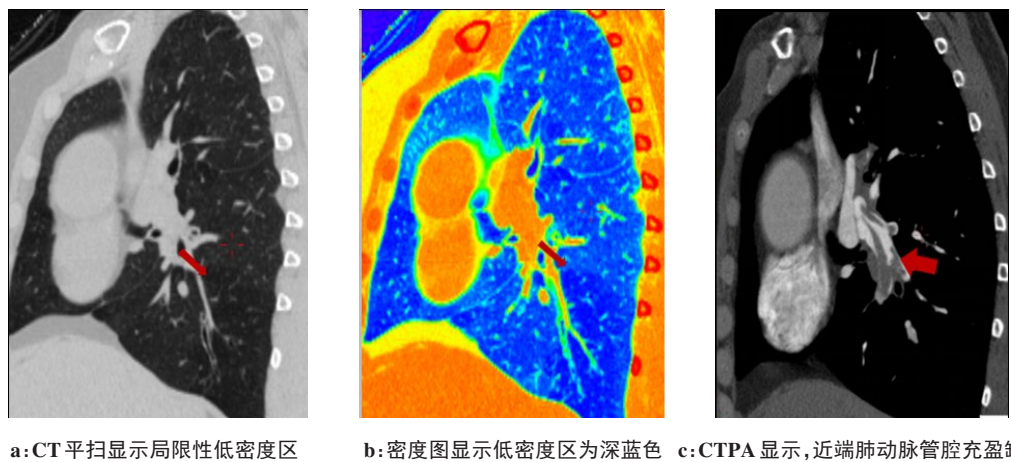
低密度区在CT图像的显示及对应栓子位置(男性,62岁,急性肺栓塞)
